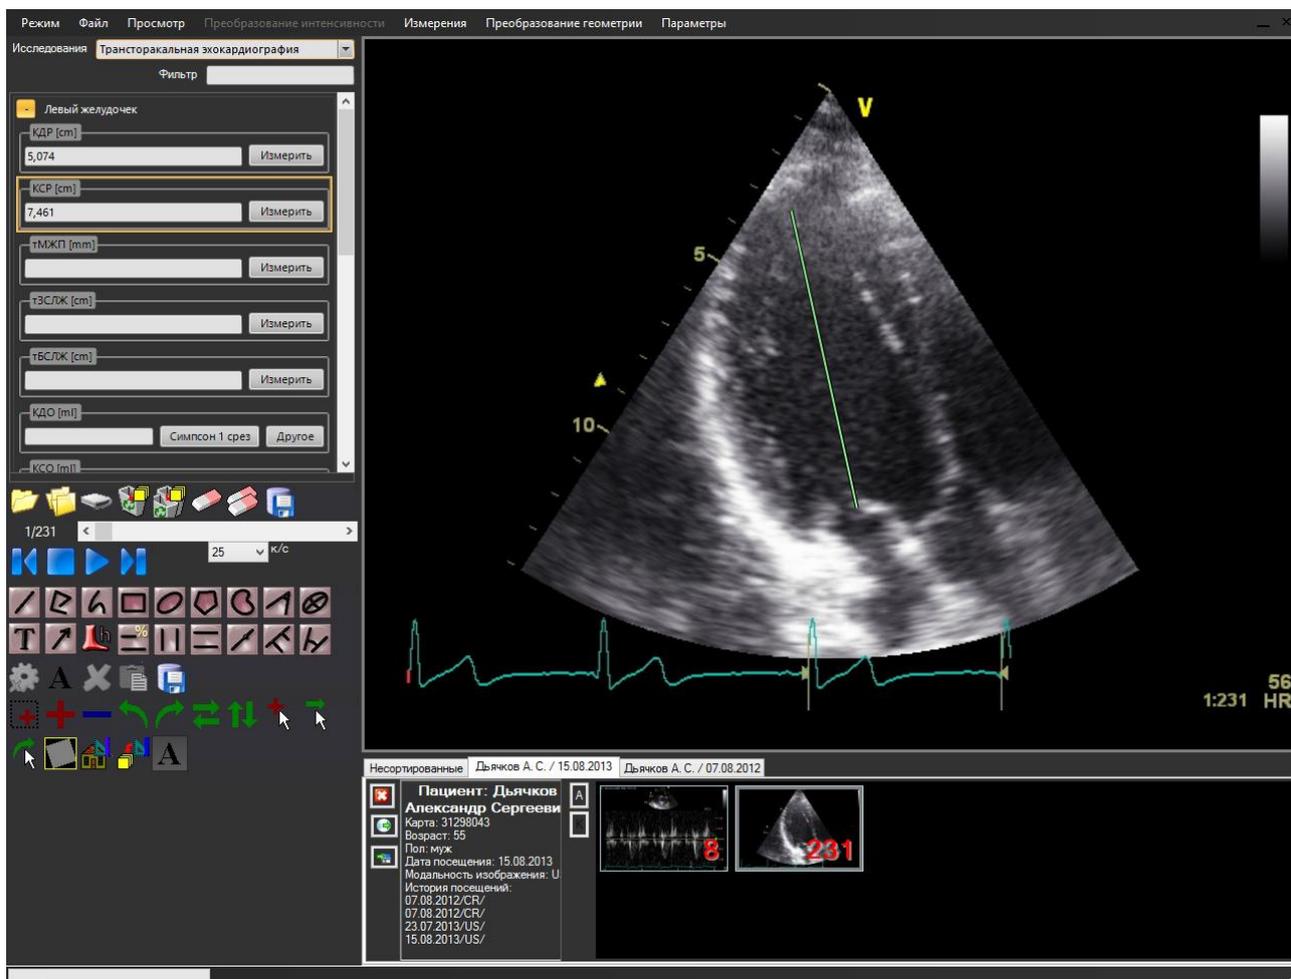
4 Измерение параметров при проведении исследования «Трансторакальная эхокардиография»
